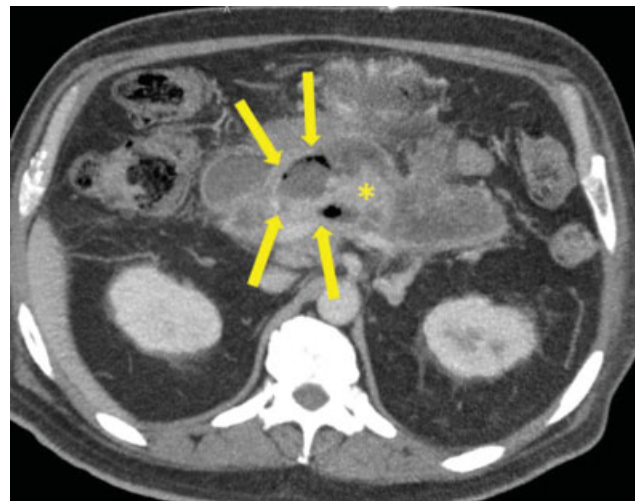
PN, necrosis encapsulada (*walled-off necrosis*). TC con contraste endovenoso en fase arterial, corte axial. Otro paciente con múltiples colecciones, se señala a nivel de la cabeza una de ellas heterogénea (flechas), con una pared que realza, que a su vez contiene burbujas de aire, compatible con necrosis encapsulada (*walled-off necrosis*) sobreinfectada. El páncreas se señala con asterisco.
